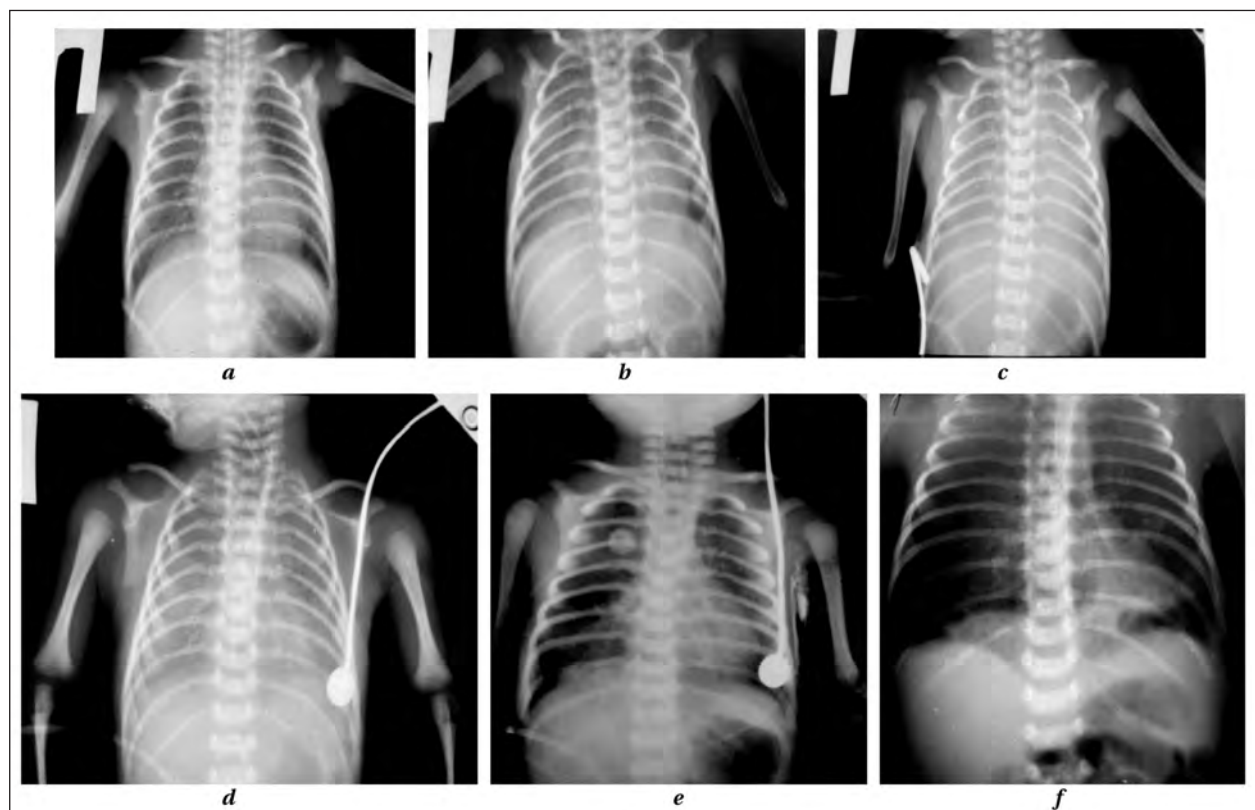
Рентген-контроль органов грудной клетки на этапах наблюдения.
